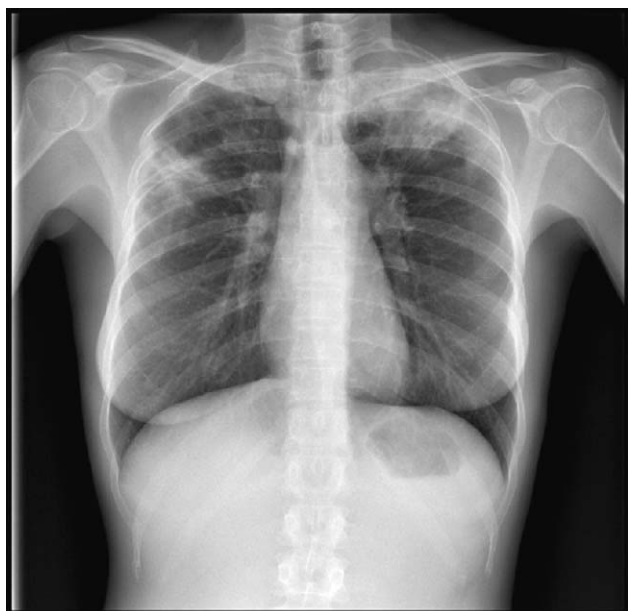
Prueba de la tuberculina negativa y en la radiografía de tórax infiltrados bilaterales en ambos lóbulos superiores, más acentuado en lóbulo superior izquierdo.
